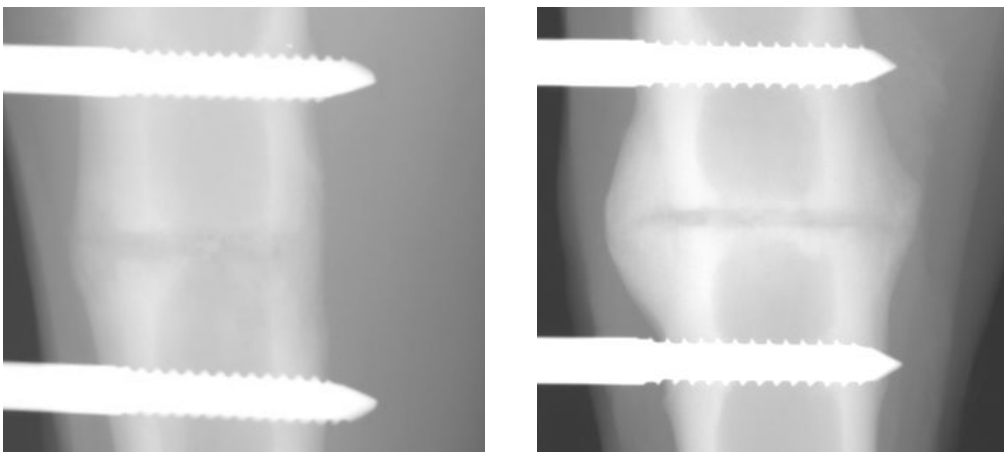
Röntgenuntersuchung 9 Wochen postoperativ. Rigider Fixateur externe (links); Weicher Fixateur externe (rechts): Fast vollständige Kallusrückbildung in der rigiden Gruppe mit allmählichem Verschwinden des Frakturspaltes. Diffuse, noch starke periostale Kallusverteilung in der weicheren Gruppe mit noch eindeutig sichtbarem Frakturspalt.
